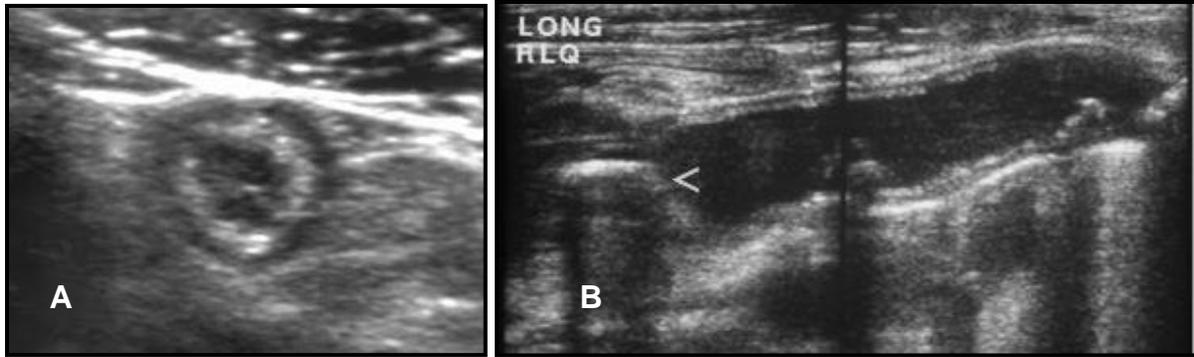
A) USG transversal del apéndice con imagen en Tiro al blanco o “diana” sugestivo de inflamación aguda. B) USG longitudinal, se señala fecalito que obstruye luz apendicular.
